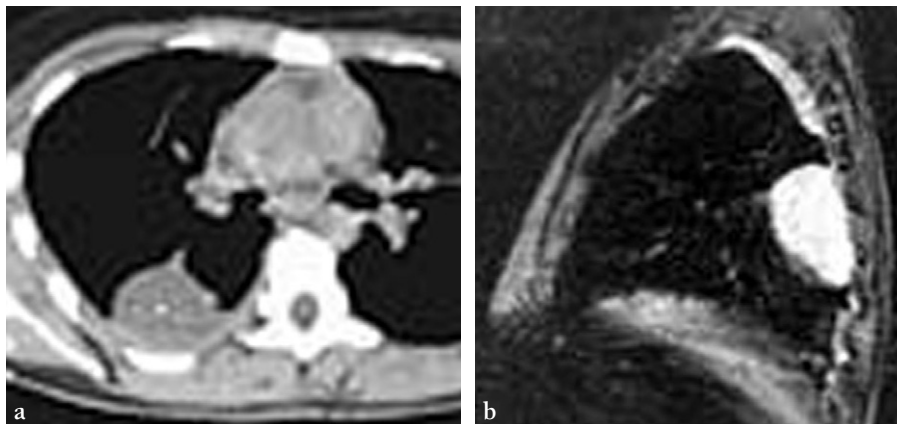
Endométriose pleurale avec syndrome de masse postérieure sur la coupe TDM (a). La coupe IRM sagittale en pondération T2 (b) montre l'hypersignal homogène de cette lésion associée à un épanchement pleural.
